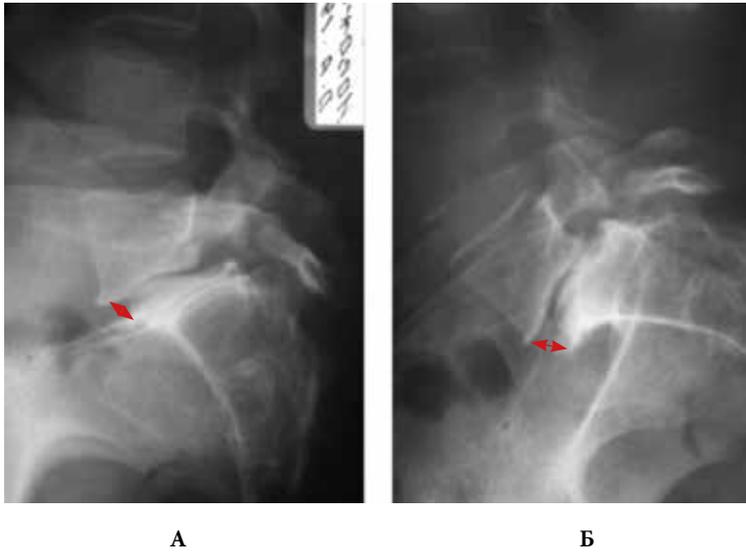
Функциональные рентгенограммы (фиксированный спондилолистез): а – сгибание, б – разгибание (стрелками указано отсутствие движения в позвоночно-двигательном сегменте)
